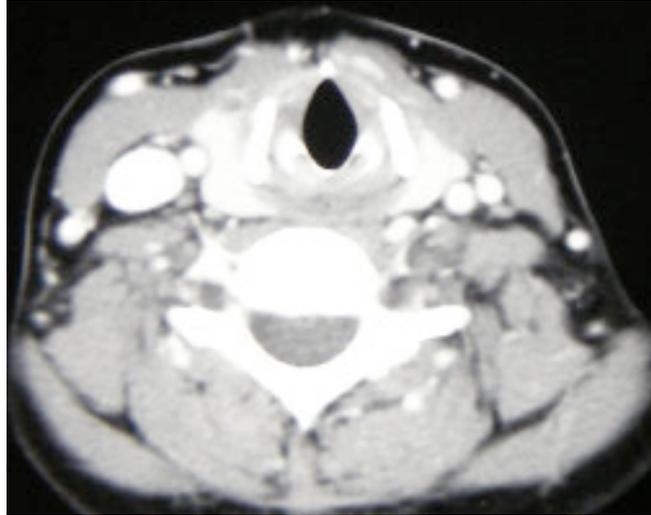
TAC collo mdc : formazione di aspetto cistico alla base del collo, a destra, di 2.8 x 1.5 cm, compatibile con il sospetto di linfoangioma cistico.
